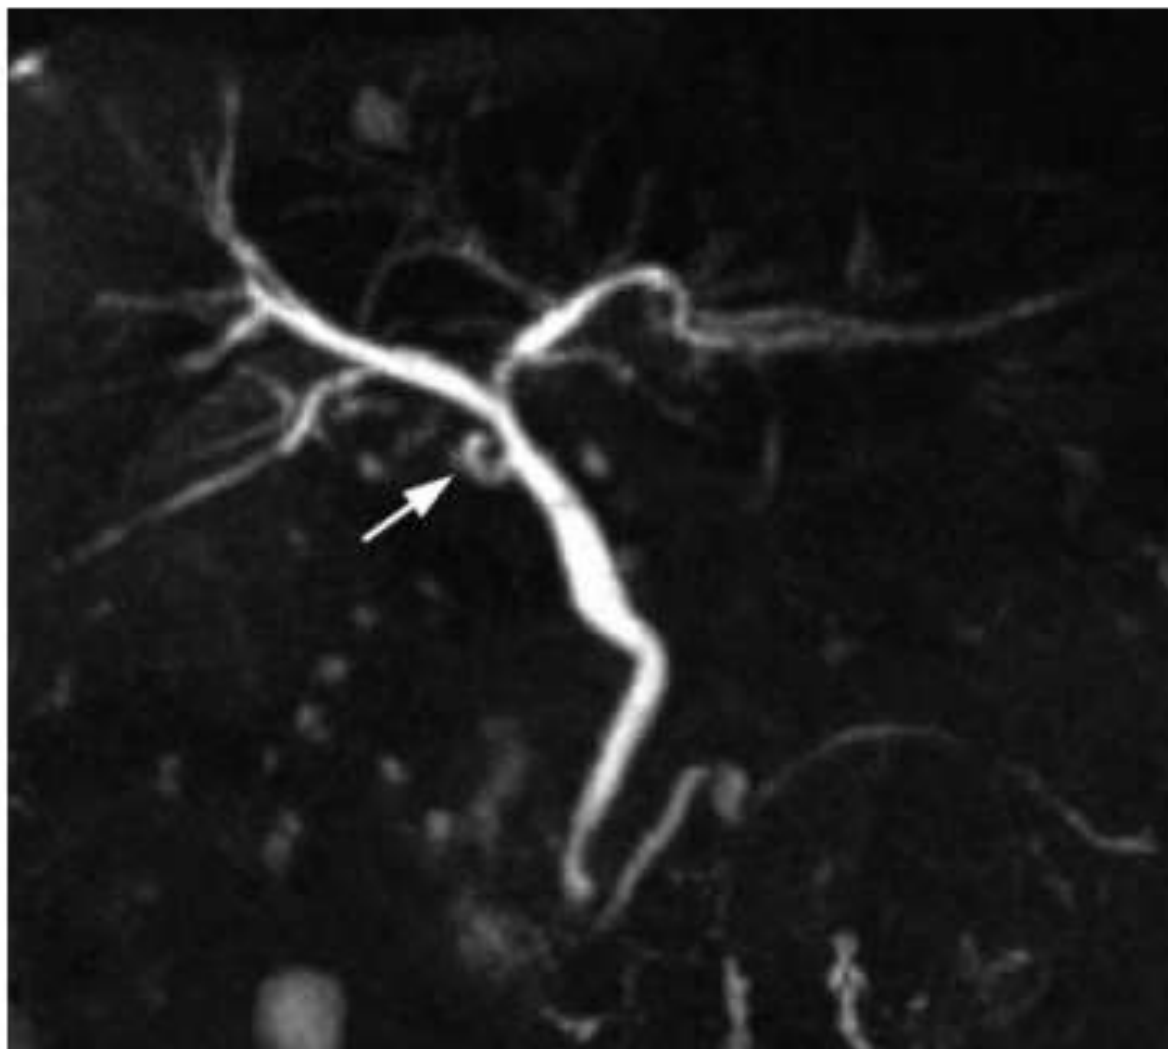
Normal biliary ductal anatomy in a 45-year-old man after cholecystectomy. Coronal MIP image from a 3D respiratory-triggered T2-weighted fast SE restore MR imaging data set shows a high insertion of the cystic duct (arrow).
